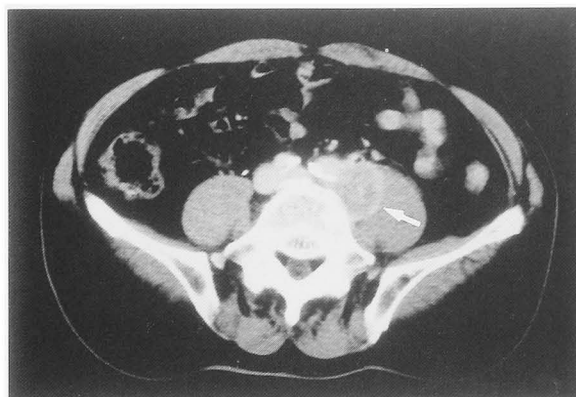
Computed tomography revealed para-aortic lymph node recurrence.
